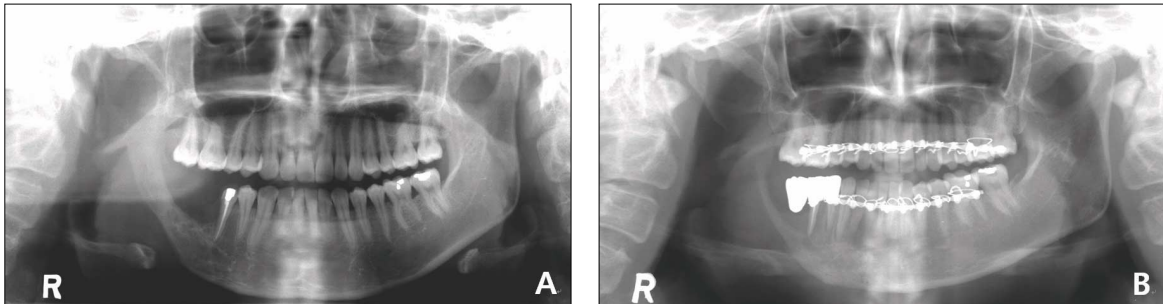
Panoramic radiographs. A. massive osteolytic lesion on right mandible at first visit, B. extensive osteolytic lesion and pathologic fracture on right mandible after 2 years
